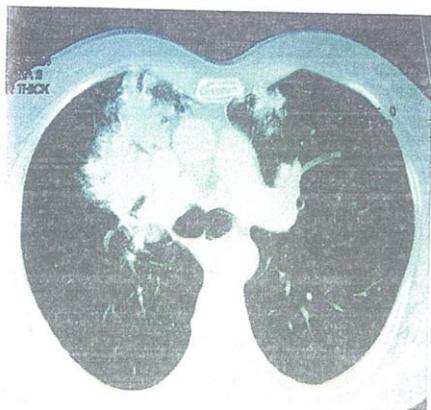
TC simple y contrastada de tórax la misma que revela la presencia de masa parahiliar derecha con densidad de tejido...
